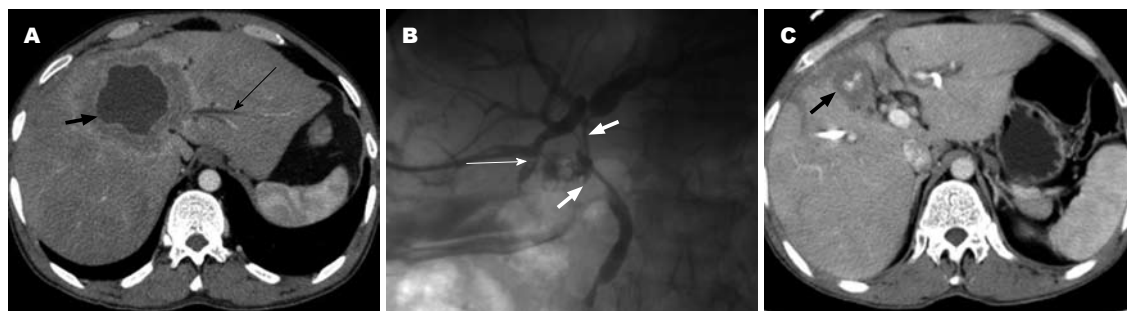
PTCD术前、术中及术后影像学资料。A: 肝泡性包虫, CT增强示病灶内有液化区(粗箭头), 肝内胆管扩张(细箭头); B: DSA下行PTCD术造影, 见肝门部胆管及胆总管多处侵犯、狭窄(粗箭头), 并有瘘道通向包虫残腔(细箭头); C: 引流1 mo后复查CT增强示胆道扩张缓解, 包虫残腔缩小(粗箭头)。
